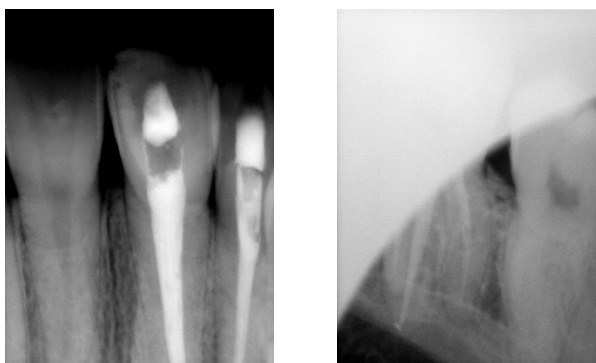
Exemplos de radiografias excluídas deste estudo.
